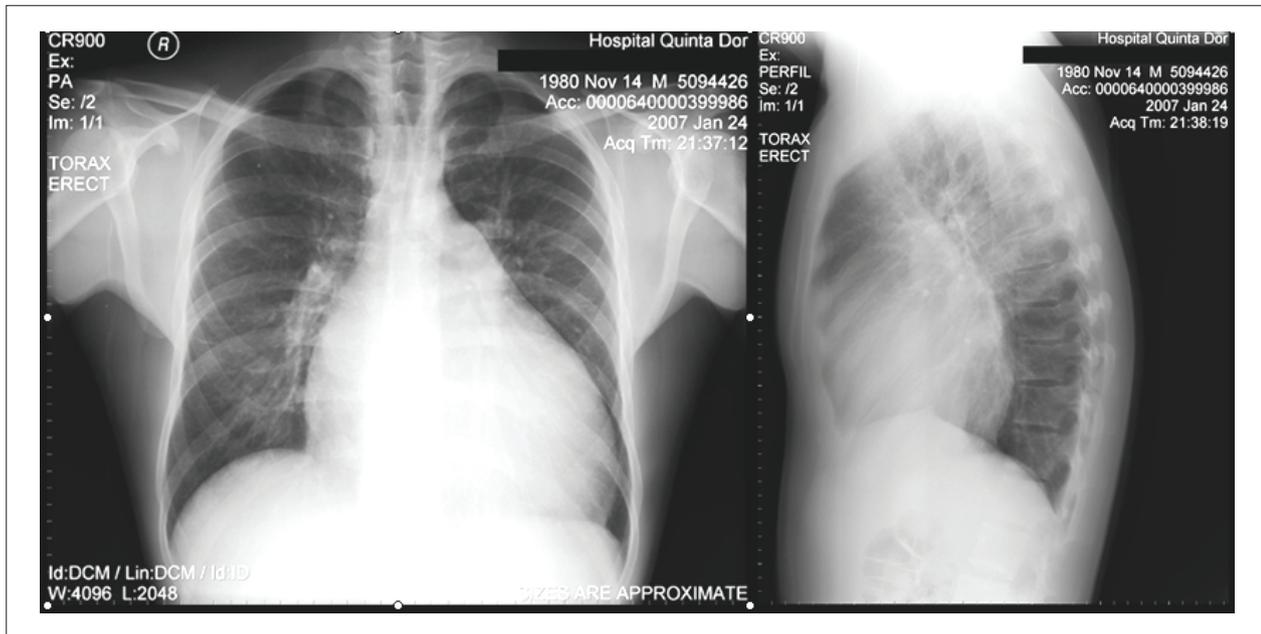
Radiografía de tórax en PA y perfil mostrando gran aumento del área cardiaca.
